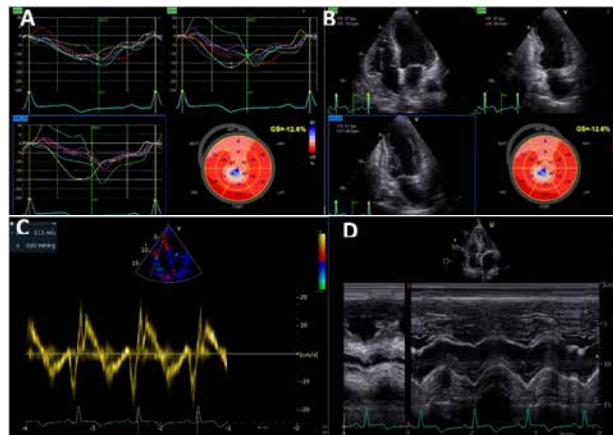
Ecocardiografie transtoracică - (A – GLS=-12,6%, B – apical 4 camere, apical 2 camere și apical 3 camere, C – s'VD = 12 cm/s, D – TAPSE = 29 mm)
